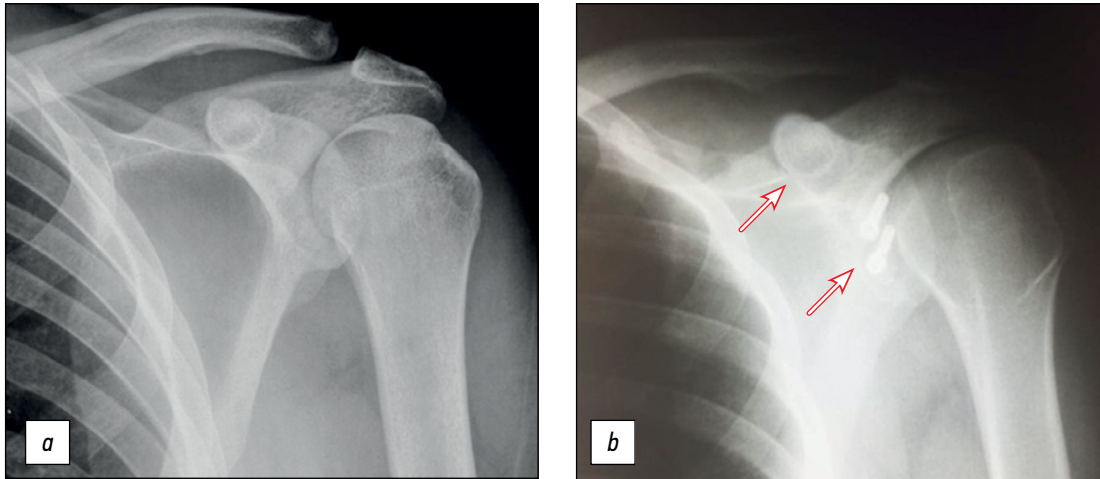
Рентгенография правого плечевого сустава: *a* — до операции, *b* — через 6 месяцев после неё.
